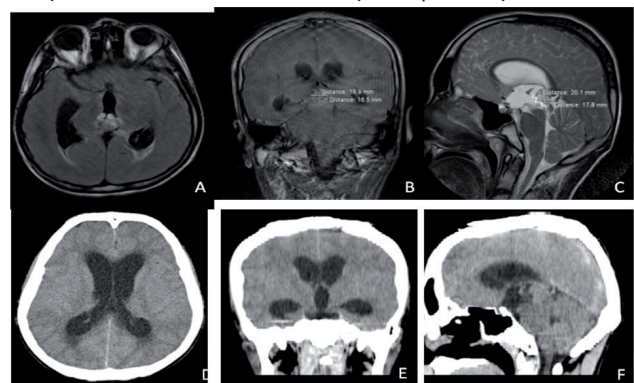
А, В, С – МРТ головного мозга в А-аксиальной проекции в режиме FLAIR, В-коронарной проекции в режиме FLAIR, С-сагиттальной проекции в режиме T2 определяется гиперинтенсивный сигнал объемного образования в пинеальной области, окклюзионная гидроцефалия. D, E, F – КТ головного мозга в D-аксиальной, E-коронарной, F-сагиттальной проекциях определяется изо-интенсивный сигнал объемного образования в пинеальной области повышенной интенсивности, окклюзионная гидроцефалия.
